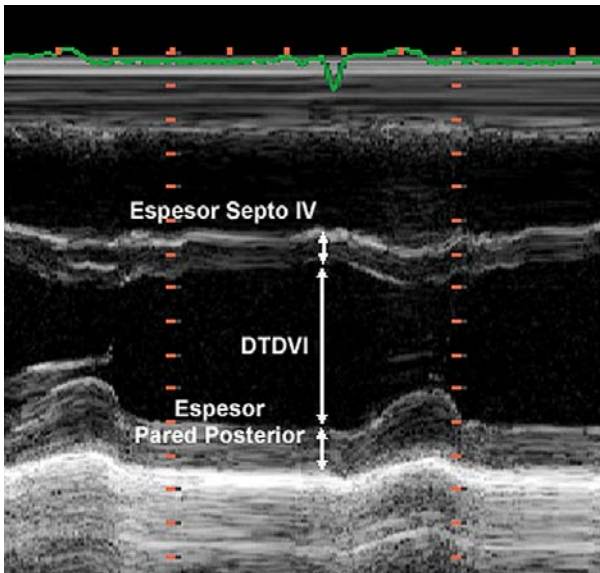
Ecocardiograma modo M guiado por 2 D a la altura de los músculos papilares. Obsérvese el cálculo del diámetro telediastólico (DTDVI) que servirá para calcular el volumen.
